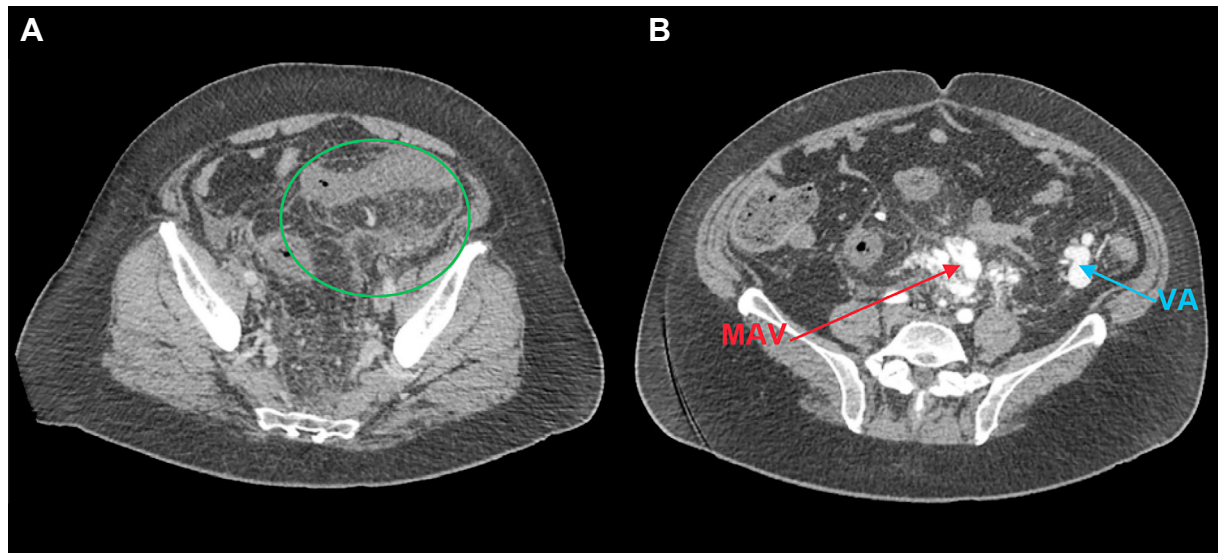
A) Tomografía computarizada de urgencia en fase portal donde se observa engrosamiento del sigma, rarefacción grasa y líquido libre adyacente, en relación con inflamación e isquemia colónica (círculo verde). B) Angio-TC en fase arterial que permite visualizar la malformación arteriovenosa en el mesenterio (MAV), variz aberrante que se rellena en la fase arterial (VA).
